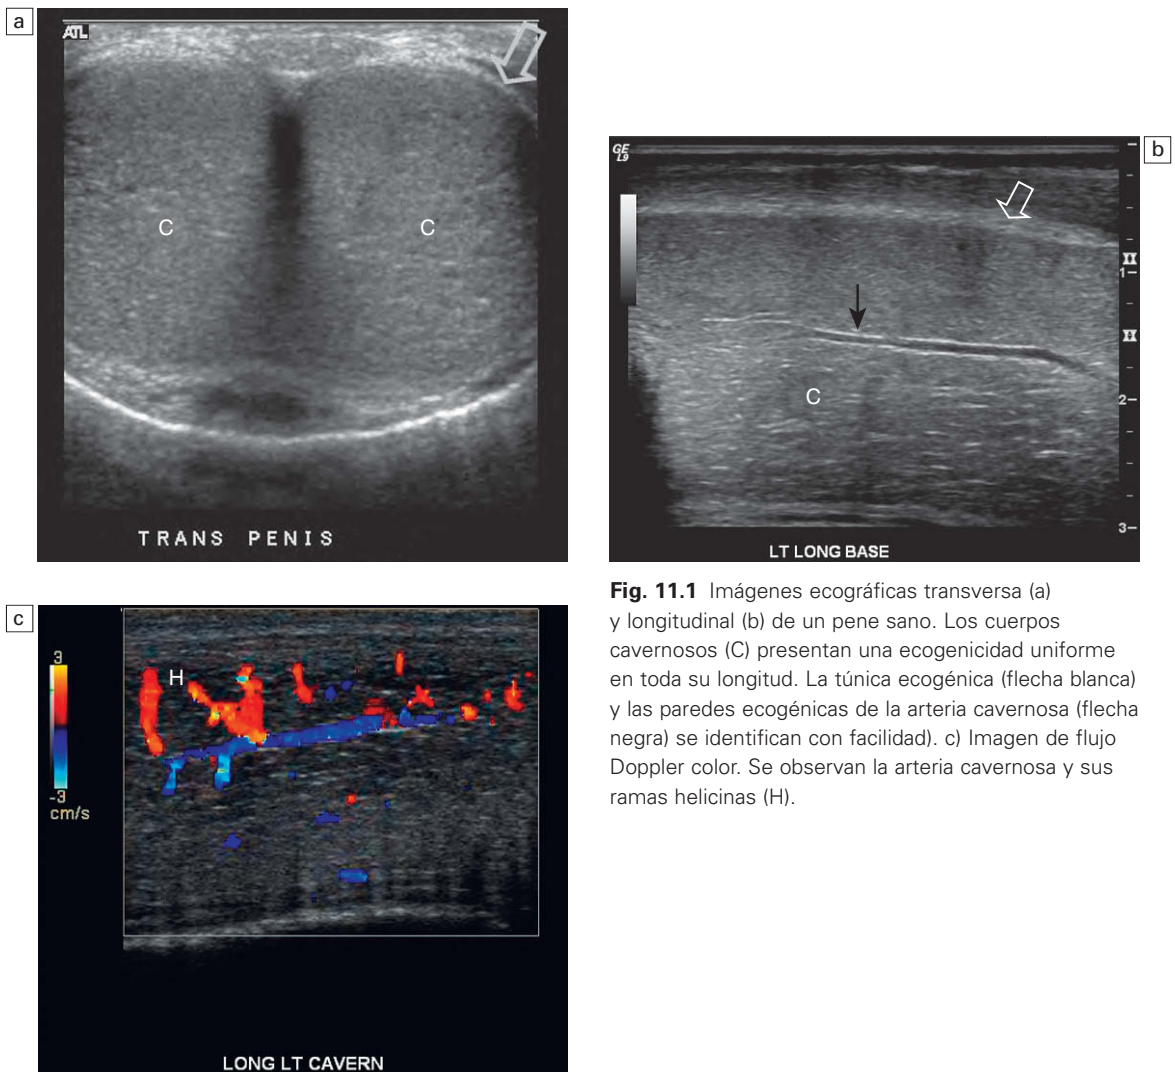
Imágenes ecográficas transversa (a) y longitudinal (b) de un pene sano. Los cuerpos cavernosos (C) presentan una ecogenicidad uniforme en toda su longitud. La túnica ecogénica (flecha blanca) y las paredes ecogénicas de la arteria cavernosa (flecha negra) se identifican con facilidad). c) Imagen de flujo Doppler color. Se observan la arteria cavernosa y sus ramas helicinas (H).
